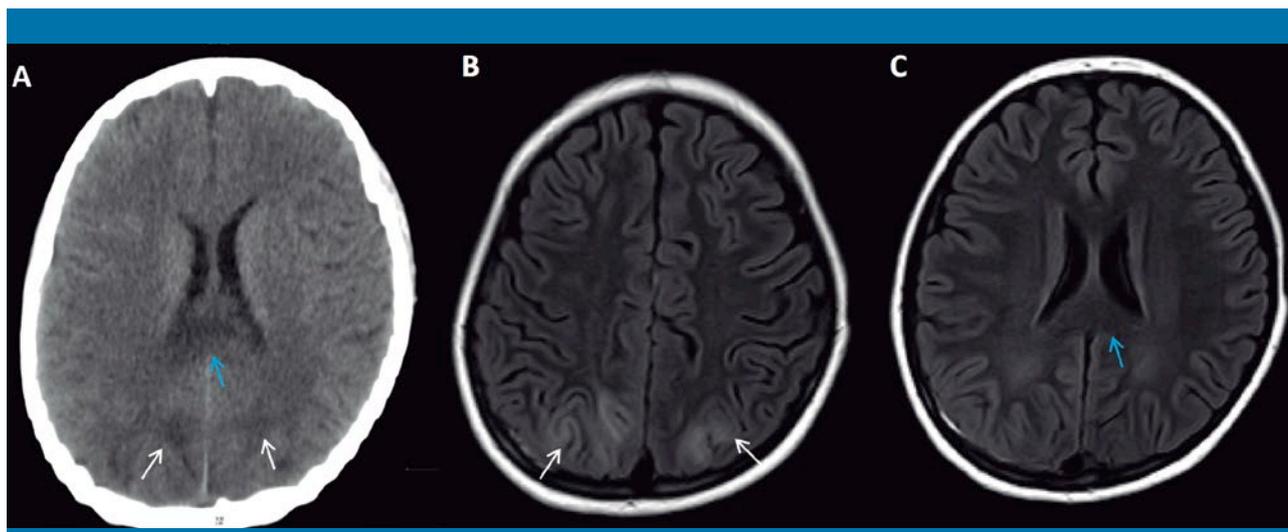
A) Corte axial de TC que muestra aumento de tamaño e hipodensidad de la zona central del cuerpo calloso (flecha azul). También se observan áreas de hipodensidad en la sustancia blanca parietal bilateral con una distribución simétrica (flechas blancas). B y C) Cortes axiales de secuencia FLAIR de RM, realizada a los 9 días de la TC, que muestran la persistencia del edema corticosubcortical parietal posterior bilateral (flechas blancas), con menor extensión que en la TC, y resolución del edema del cuerpo calloso con una intensidad de señal normal (flecha azul)
